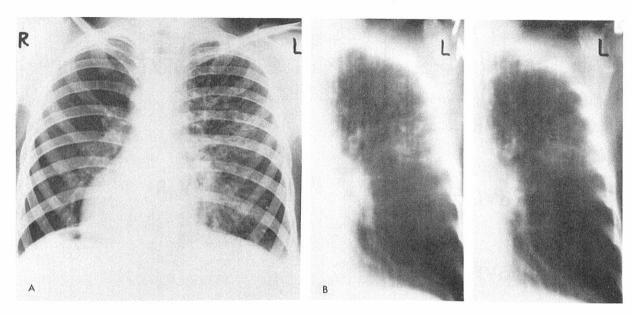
A. Roentgenograms of the chest, infiltrative & fibrotic densities together with numerous small radiolucencies are seen in the left upper lobe. B. Tomogram of the chest, the cystic area is compatible with bronchiectasis combined with inflammation 図 1 A. 胸部 X 線像、左上葉に浸潤性および線維性陰影ならびに多数の小さい X 線透過がみられる。B. 胸部 断層 X 線像、養胞状域は気管支拡張症に炎症の併存を示す。
